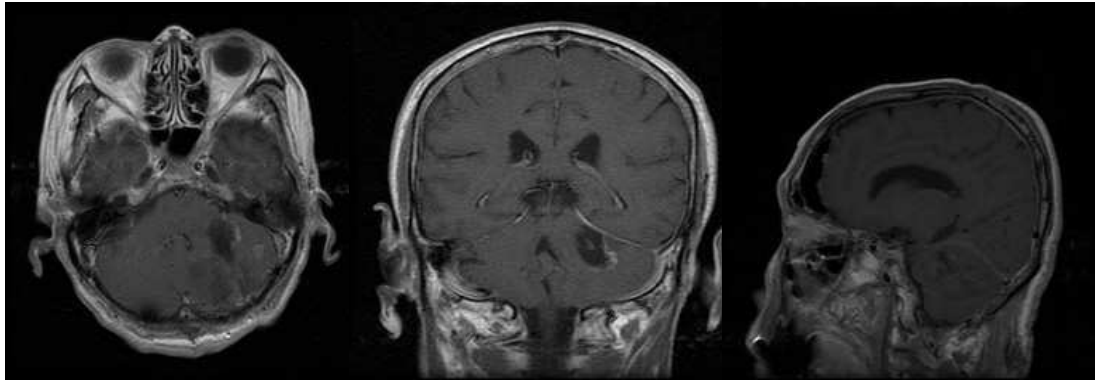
Postoperative brain MRI of the case of Small Cell Lung Ca metastasis; Suboccipital craniotomy and total removal of mass was done. He was discharged at postoperative 32 days walking by himself. The primary tumor was proven as small cell lung ca. Postoperative chemotherapy and radiation was performed. His KPS was measured 100 point in time of discharge. He had survived 19 months after surgery.
